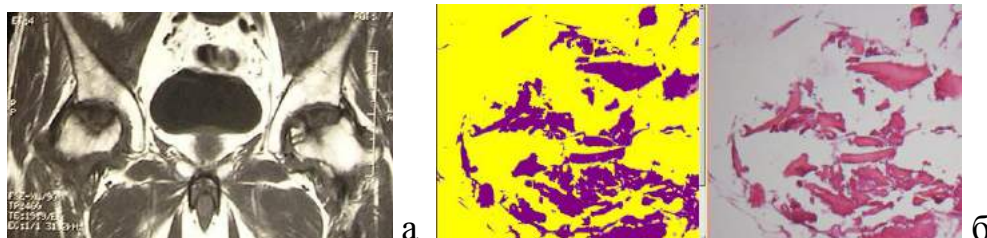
♂, 54 г., диагноз: АНГБ с обеих сторон, 3 стадия; а – МРТ-грамма ТБС; б – гистоморфометрия – определяются некротизированные костные балки без реактивных изменений. Окраска гематоксилин-эозин. Микрофото. 100х
